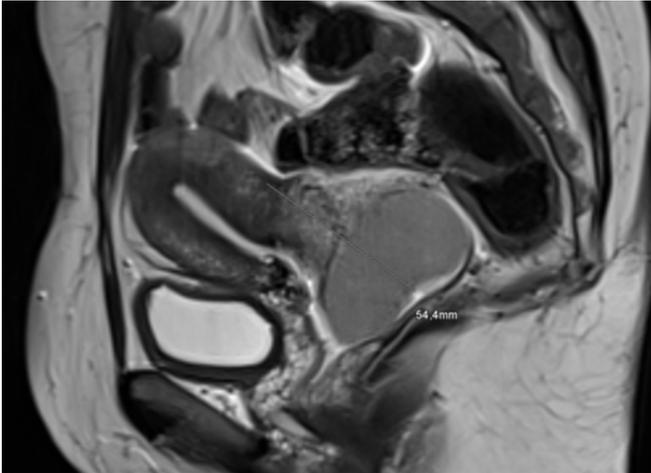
MRT Sequenz in der T2-Wichtung einer Patientin mit Zervixkarzinom. Der Primärtumor an der dorsalen Zervix misst 54,4mm.
